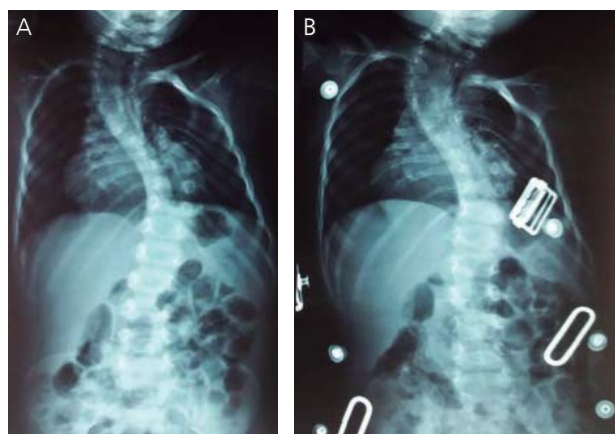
Radiografía anteroposterior tomada a los tres años. A) Con corsé tipo Boston. B) Sin corsé. Se puede apreciar la reducción de la escoliosis a nivel toracolumbar.
